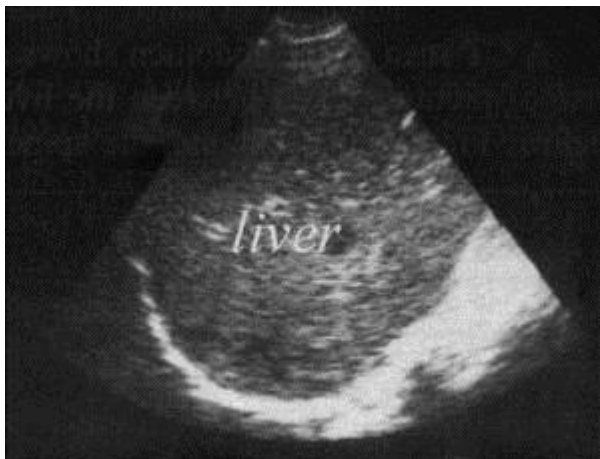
Ultrasound of liver, right lobe
